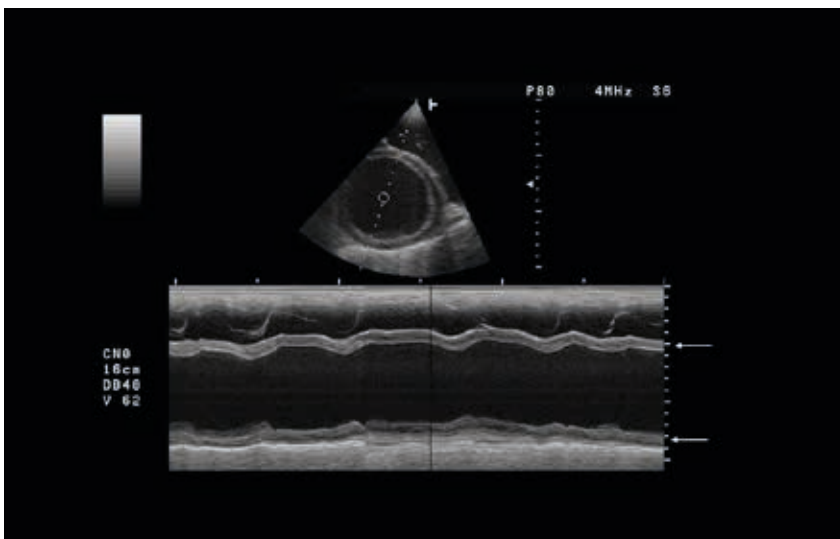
Ecocardiografía en modo M del ventrículo izquierdo en una miocardiopatía dilatada. Las bandas gruesas (flechas) son la representación del movimiento de contracción del miocardio, que en este paciente es muy escaso. (Wikipedia. <https://es.wikipedia.org/wiki/L%C3%A9ica%20ultrasonograf%C3%ADa>)
